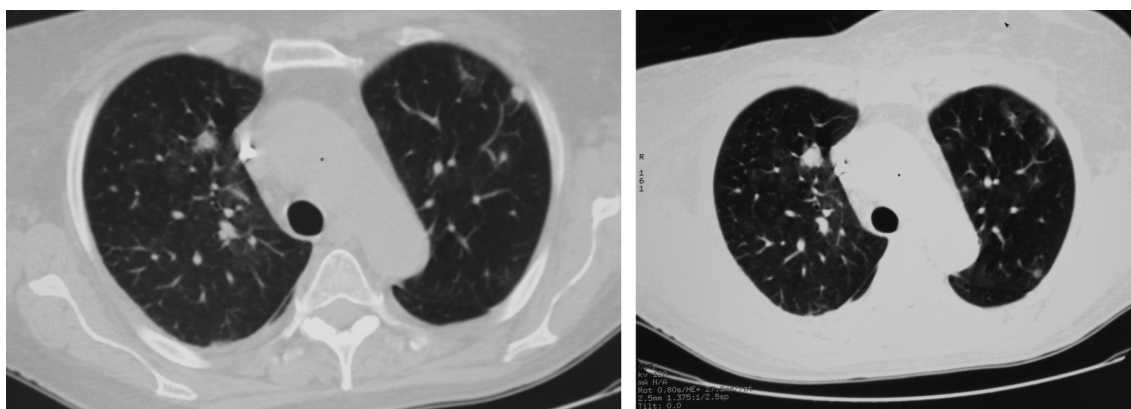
МСКТ — множественные метастазы в паренхиме легких.
